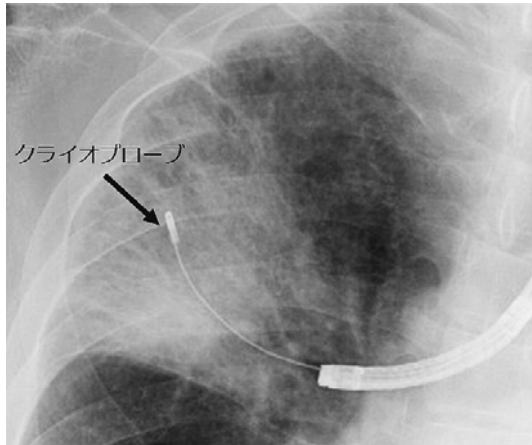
X線透視でクライオプローブ先端の位置を確認。
